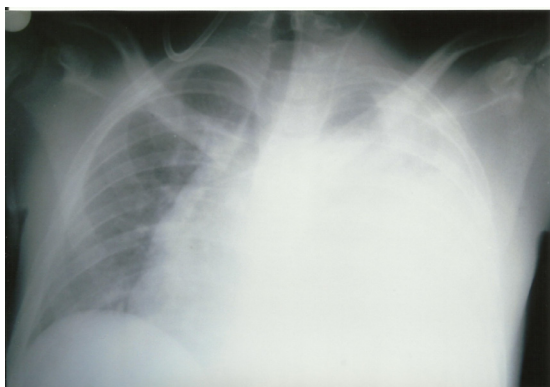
Radiografia de Tórax em PA na admissão
